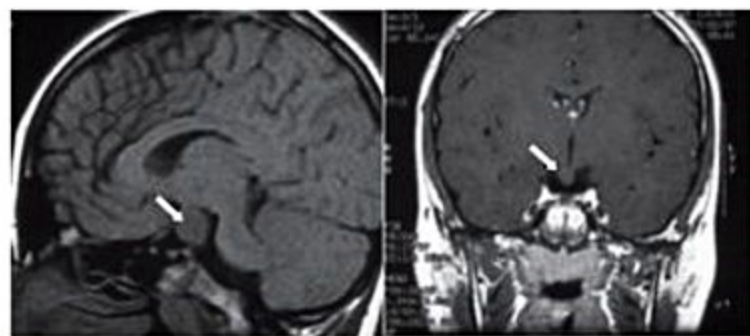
Ressonância magnética do SNC (cortes coronal e sagital), presença de massa isodensa homogênea e volumosa (18 mm) em paciente com PPC, compatível com o diagnóstico de hamartoma hipotalâmico.
